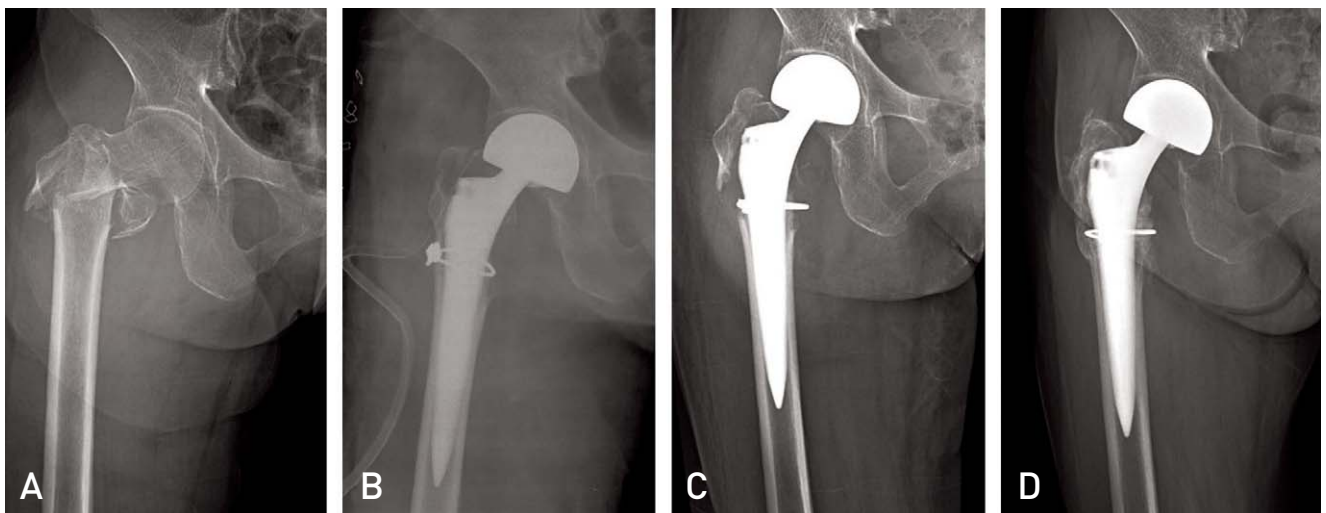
(A) A 85-year-old woman patient had a A3 type intertrochanteric fracture. (B) The postoperative radiograph shows a good diaphyseal canal fit and wiring. (C) At postoperative 6 weeks, the radiograph shows greater trochanteric fragment was displaced superiorly. (D) At postoperative 24 months, the radiograph shows stable fixation of the femoral stem and united greater trochanter.
